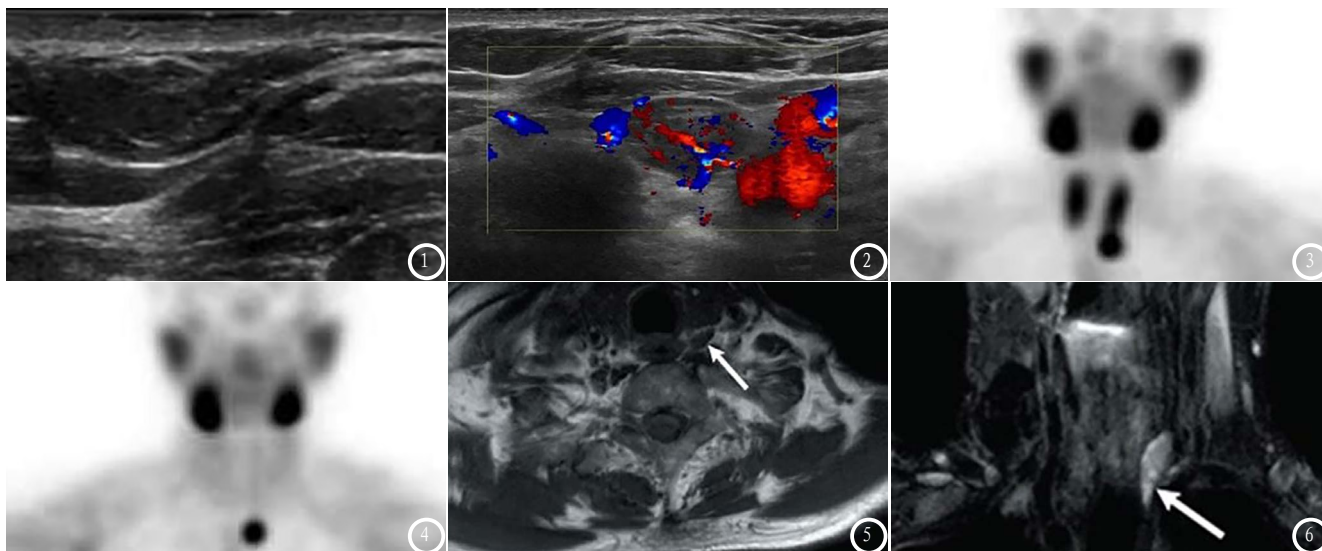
患者女, 70岁, 甲状腺腺瘤, 行彩色多普勒超声检查; 图1: 甲状腺左叶下方椭圆形肿块, 均匀低回声, 边界清晰, 伴钙化及液化; 图2: 病灶血流信号丰富。图3-4 患者女, 57岁, 甲状腺腺瘤, 行核素显像; 图3: 注射 $^{99m}\text{TcO}_4$ 后20min早期采集下的显影, 有一放射性显示剂聚集区; 图4: 注射 $^{99m}\text{TcO}_4$ 后2h延迟采集下的显影, 有一放射性显示剂聚集区。图5-6 患者女, 66岁, 甲状腺腺瘤MRI; 图5: T₁WI病灶呈等信号(箭头处); 图6: 扁长形病变, 位于甲状腺下气管-食管旁沟。
